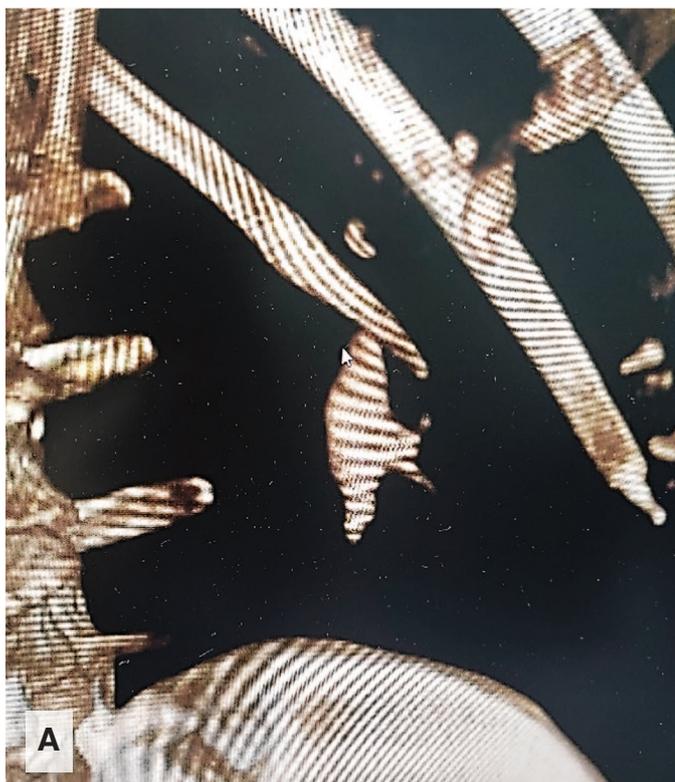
А. МСКТ органов забрюшинного пространства: 62-летняя женщина с коралловидным камнем левой почки, выполнена безнефростомная ПНЛ, один рабочий тракт 26F.
